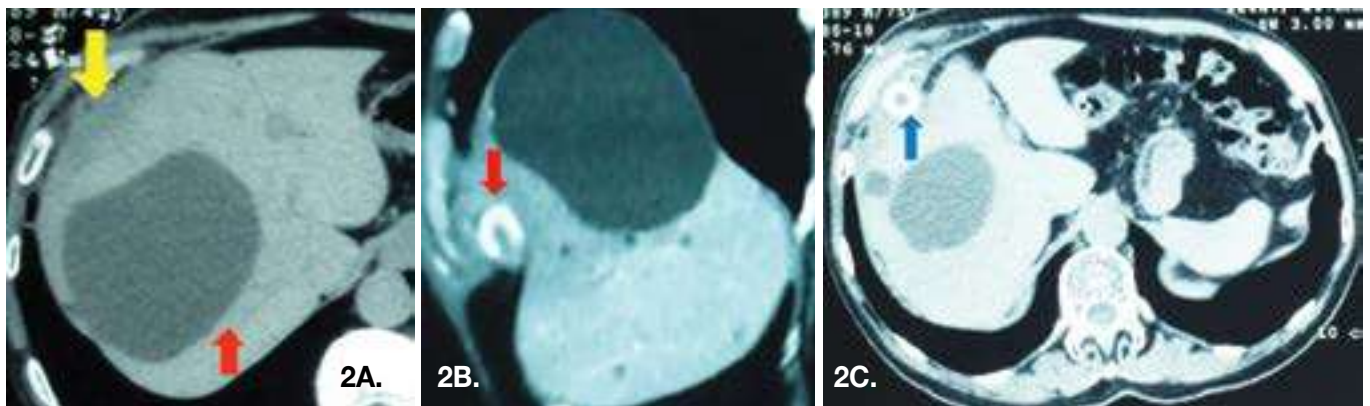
Tomografía computarizada simple de abdomen cortes axiales y sagital donde se observa: colección subdiafragmática y perihepática anterolateral derecha (flecha amarilla); (B y C) presencia de imagen redondeada con densidad cálcica en relación con lito el cual se encuentra libre en la cavidad peritoneal hacia el borde anterior hepático (flechas rojas); además se observan imágenes redondeadas con densidad líquida en el parénquima hepático sugestivas de quistes hepáticos simples (flecha azul).
